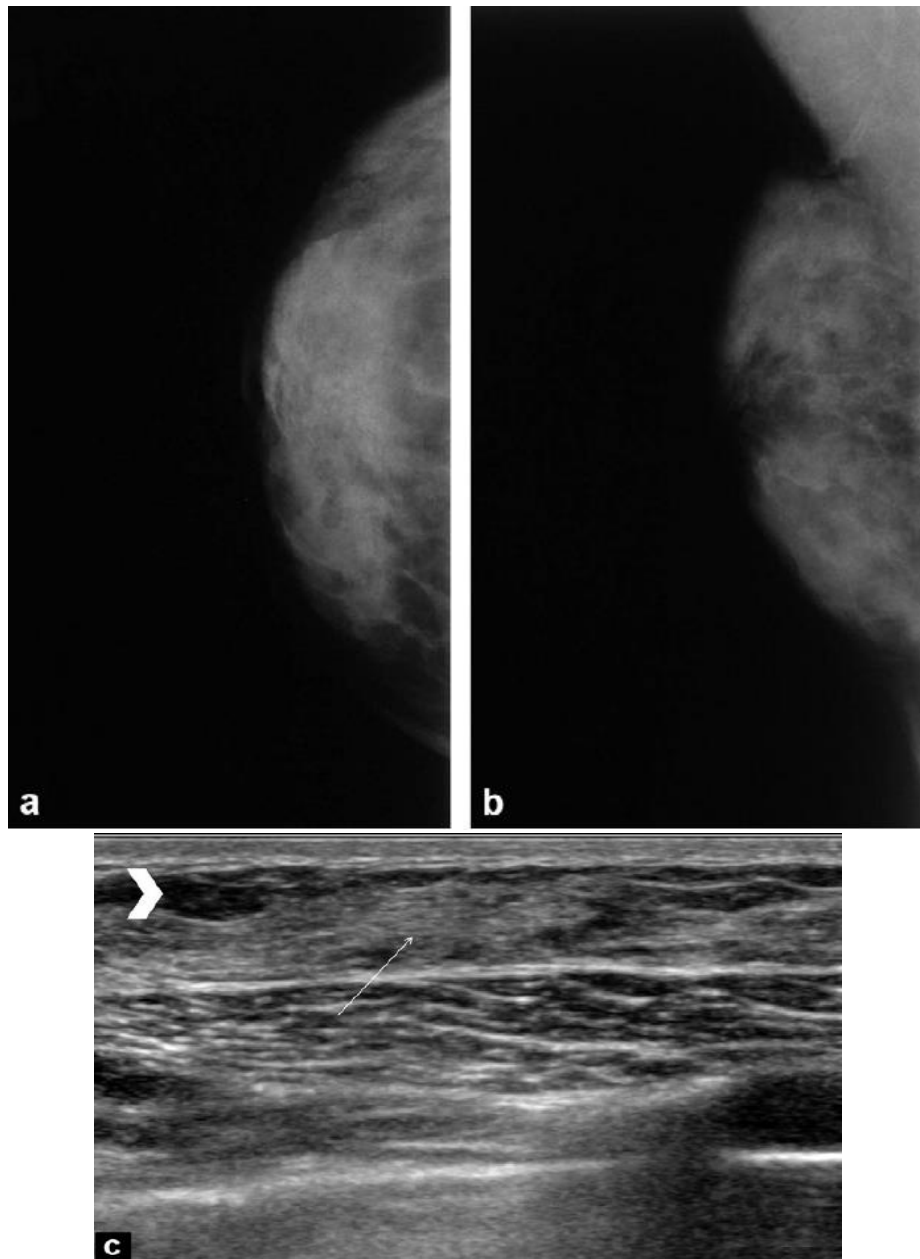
Le complément échographique (a et b) : objective un tissu glandulaire mammaire identique à la glande mammaire féminine avec une composante fibreuse hyper échogène et grasseuse avec des lobules graisseux
